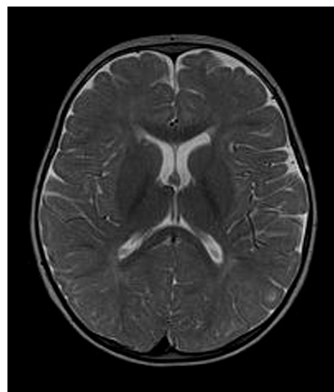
RMN dopo 7 mesi dalla terapia con cobalamina.
